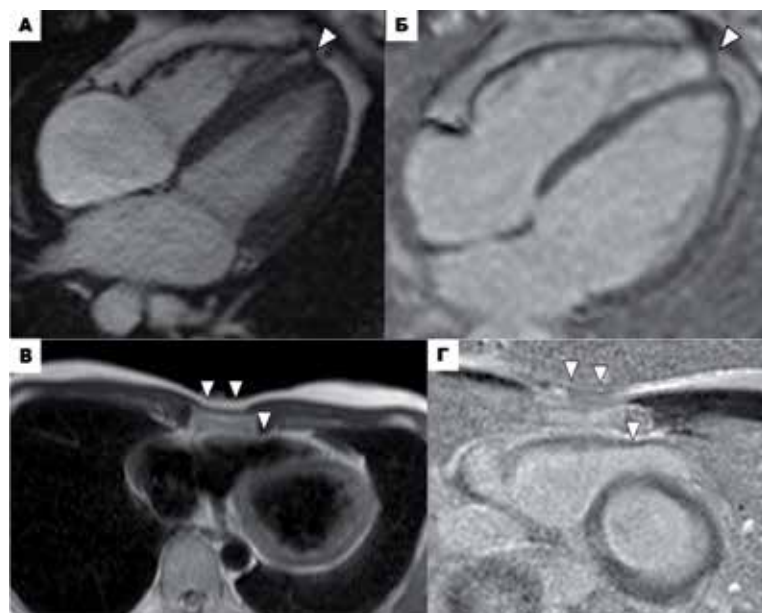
А-Б. МРТ сердца пациента № 766. А. Кино-изображение сердца в четырёхкамерной проекции в конечно-систолическую фазу. Б. Изображение сердца в четырёхкамерной проекции в конечно-диастолическую фазу в последовательности с отсроченным контрастным усилением. Дивертикулородное апикальное выпячивание ПЖ, связанное анатомически с модераторным пучком – врожденный анатомический вариант (белые головки стрелок). В-Г. МРТ сердца пациента № 1м: В. Изображение сердца в темнокровной последовательности HASTE («dark blood»). Г. Изображение сердца в последовательности с отсроченным контрастным усилением. Вариант анатомии грудной клетки (Pectus excavatum) с компрессией свободной стенки ПЖ (белые головки стрелок).
